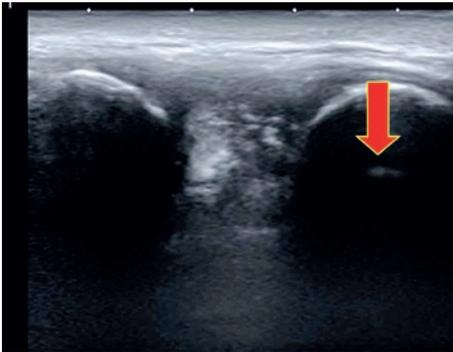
Articolazione costo-trasversaria: un eventuale versamento articolare ben si apprezza all'ecografia con distensione dello spazio articolare (freccia rossa).
